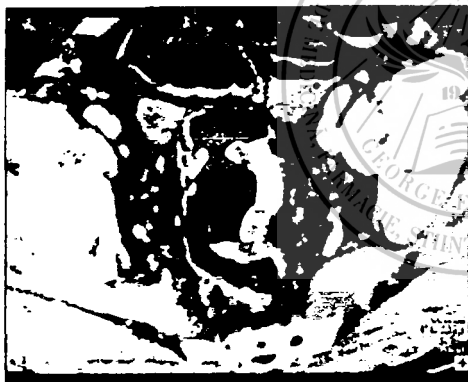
Computer tomografie. Secțiune axială. Cancer sigmoidian: îngroșarea pereților colonului sigmoid și îngustarea lumenului
